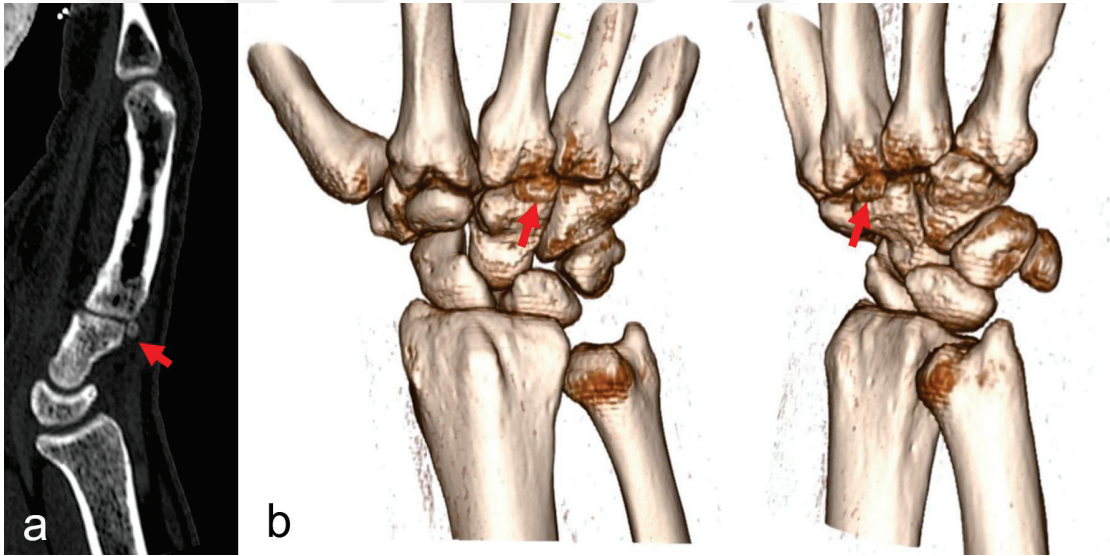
Os metastyloideum iki farklı hastada 3D BT görünümü
